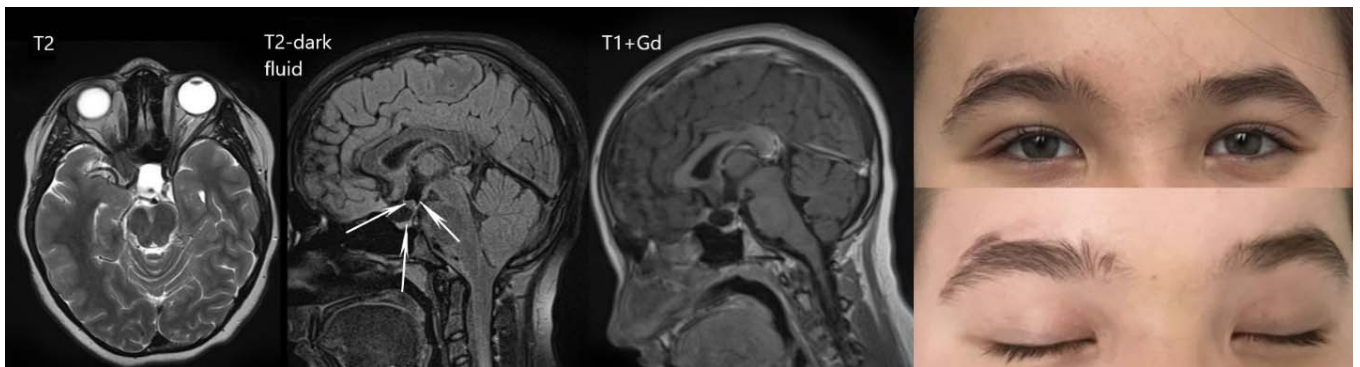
Результат радикального микрохирургического удаления супраселлярной менингиомы у 12-летней девочки. Контрольная МРТ через 6 месяцев после операции, стрелками указаны сохраненные хиазма, стембель гипофиза и гипофиз, дно третьего желудочка. Отсутствуют глазодвигательные нарушения.
